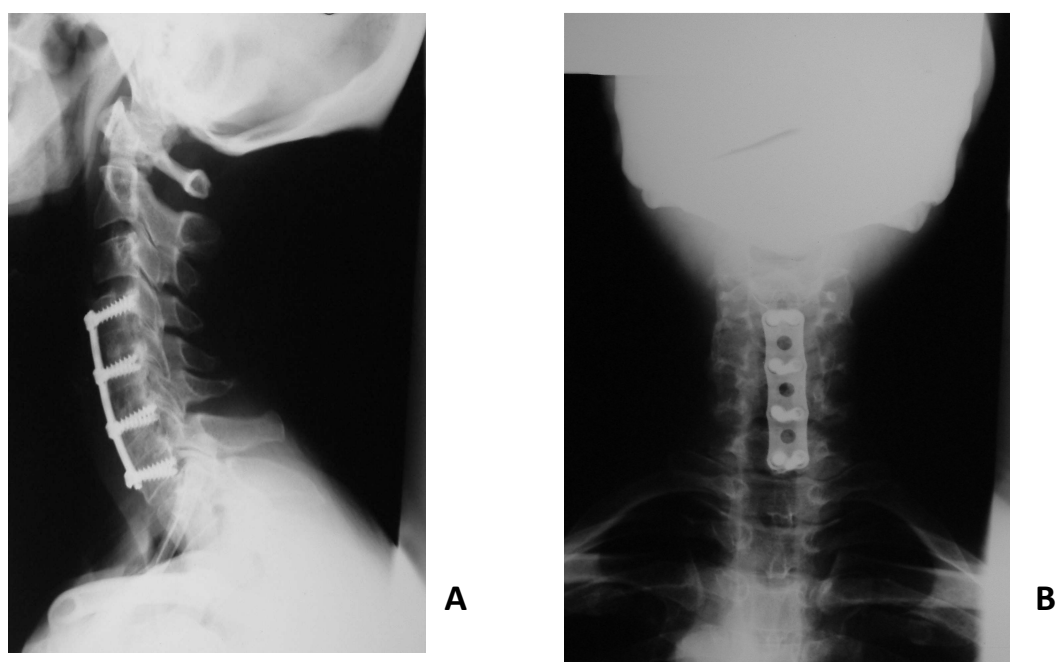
Radiographies standard du rachis cervical de profil A et de face B en post-opératoire montrant le greffon avec une ostéosynthèse par plaque antérieure en C4 C5 C6 C7.
